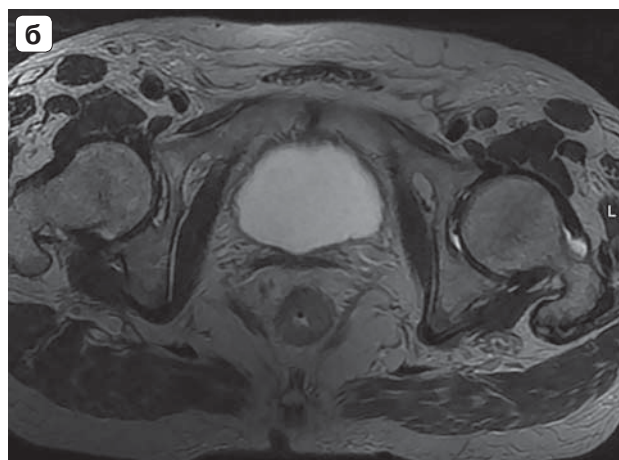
МРТ-изображения органов малого таза с внутривенным контрастным усилением. На расстоянии 5 см от ануса определяется циркулярное утолщение стенок прямой кишки на протяжении 3,5 см; увеличенные лимфатические узлы до 1 см. а – сагиттальная плоскость; б – аксиальная плоскость.
